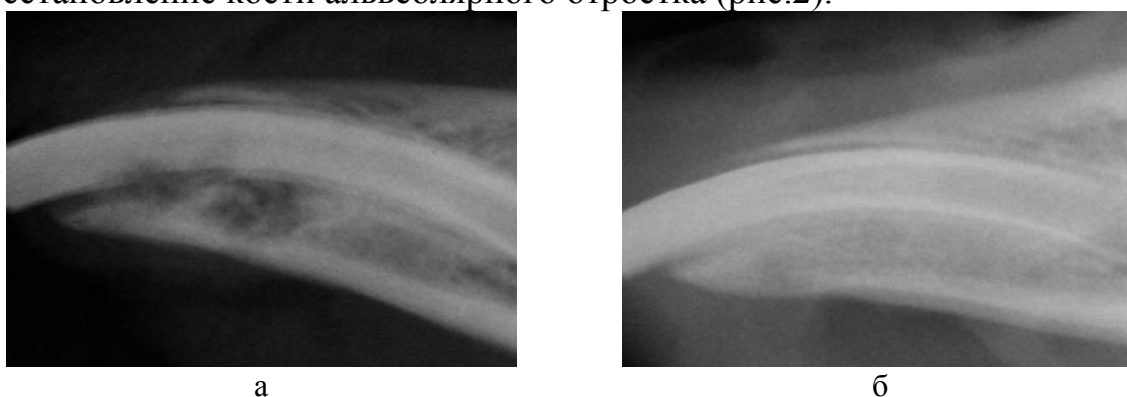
Рентгенограммы области костного дефекта при терапии воспроизведенного пародонтита у кроликов с использованием биорезорбируемого барьера из кислоторастворимого ХТЗ на 7-ые сутки (а) и на 56-ые сутки (б)
